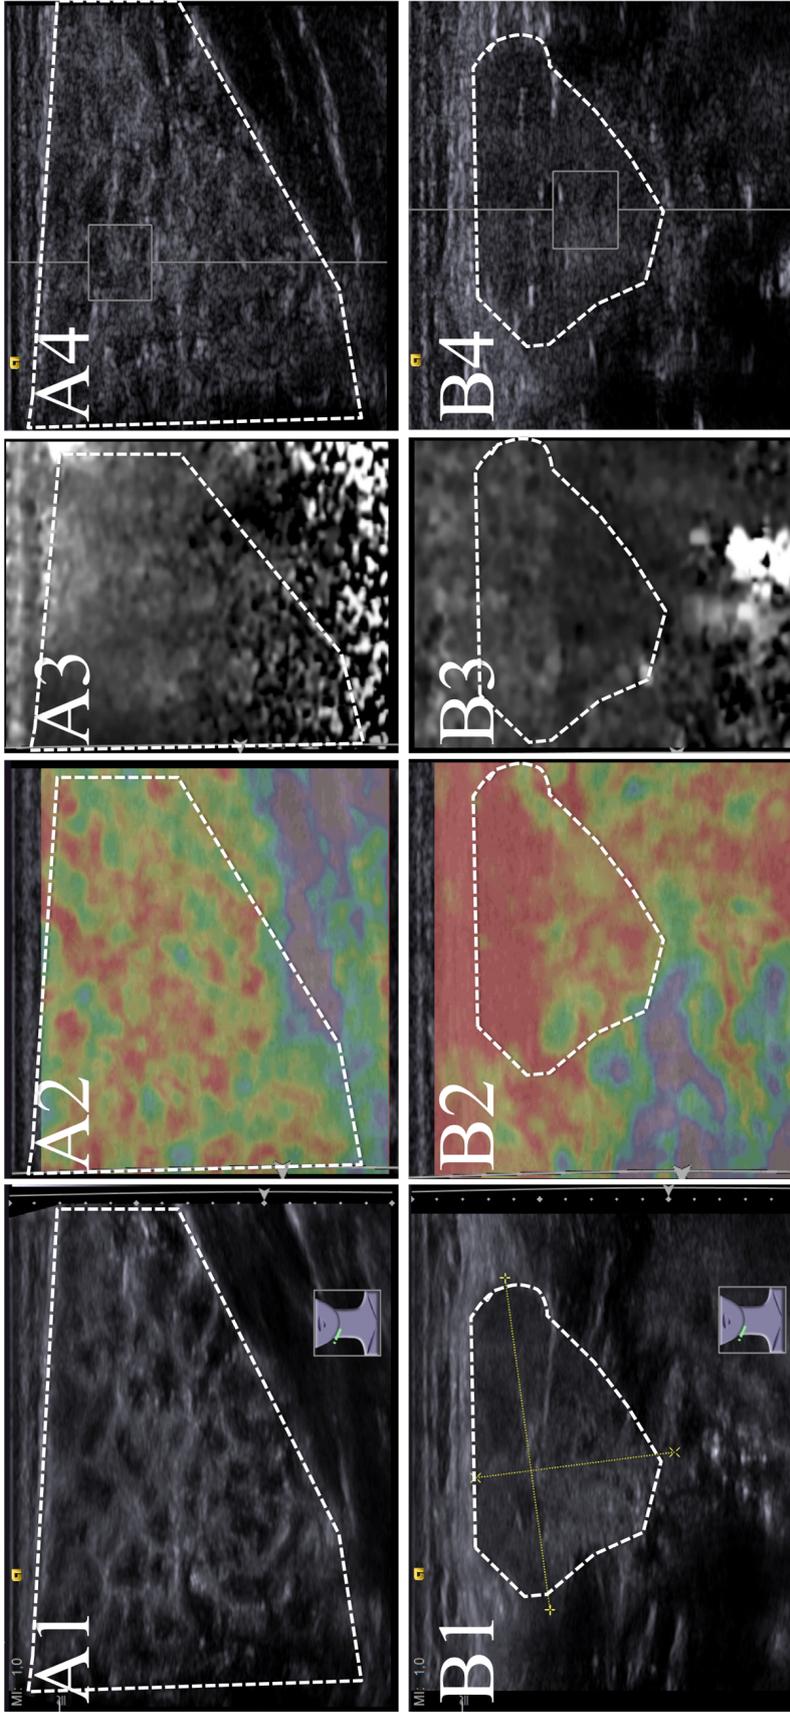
Ergebnisse aller eingesetzten Ultraschallverfahren an einem Patienten. Die gestrichelten Linien stellen die Begrenzung der untersuchten Speicheldrüse dar. Die Ergebnisse der B-Mode Sonographie der Gl. parotis (Grad 2) und Gl. submandibularis (Grad 2) sind in A1 und B1 dargestellt. RTE in A2 (Grad 3) und B2 (Grad 3). VTI in A3 (Grad 2) und B3 (Grad 3). Die VTQ der Gl. parotis ist in A4 (2,51m/s, Tiefe=1,0cm) und der Gl. submandibularis in B4 (1,72m/s, Tiefe=1,0cm) dargestellt (Hofauer et al. 2016b).
